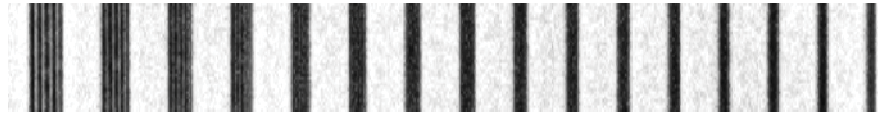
Exemplo da região de interesse retirada da radiografia para realização do teste de resolução.
